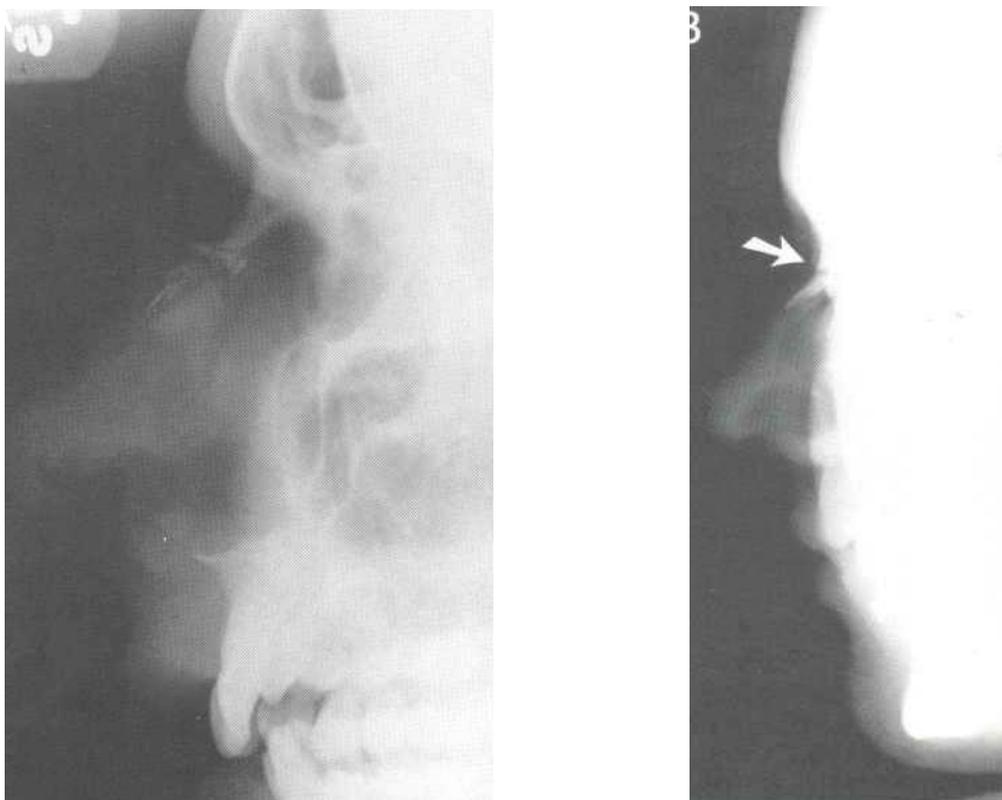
Рентгенограммы костей носа в боковой проекции
